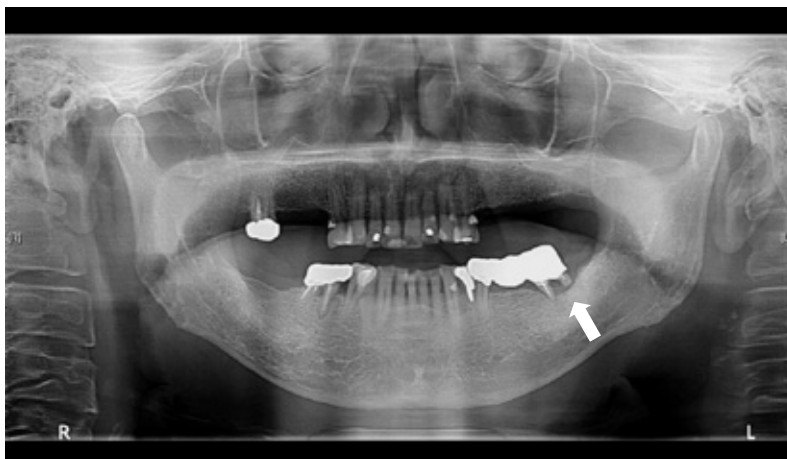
パノラマX線撮影. 左下第7に根尖性歯周炎を認める.
